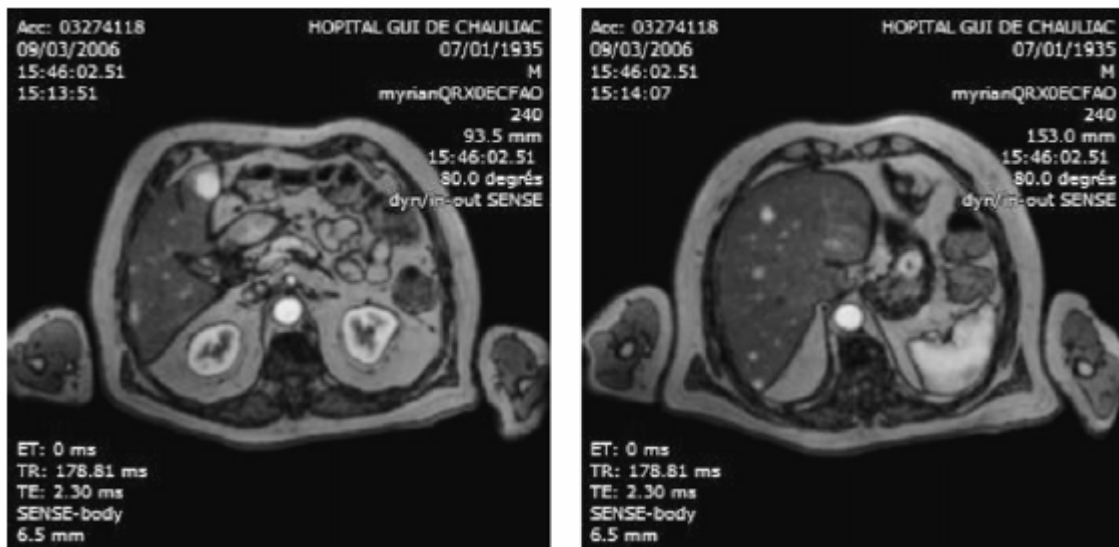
IRM-gadolinium avant le traitement par analogues de la somatostatine : multiples lésions nodulaires réparties sur l'ensemble du parenchyme hépatique.(95)
